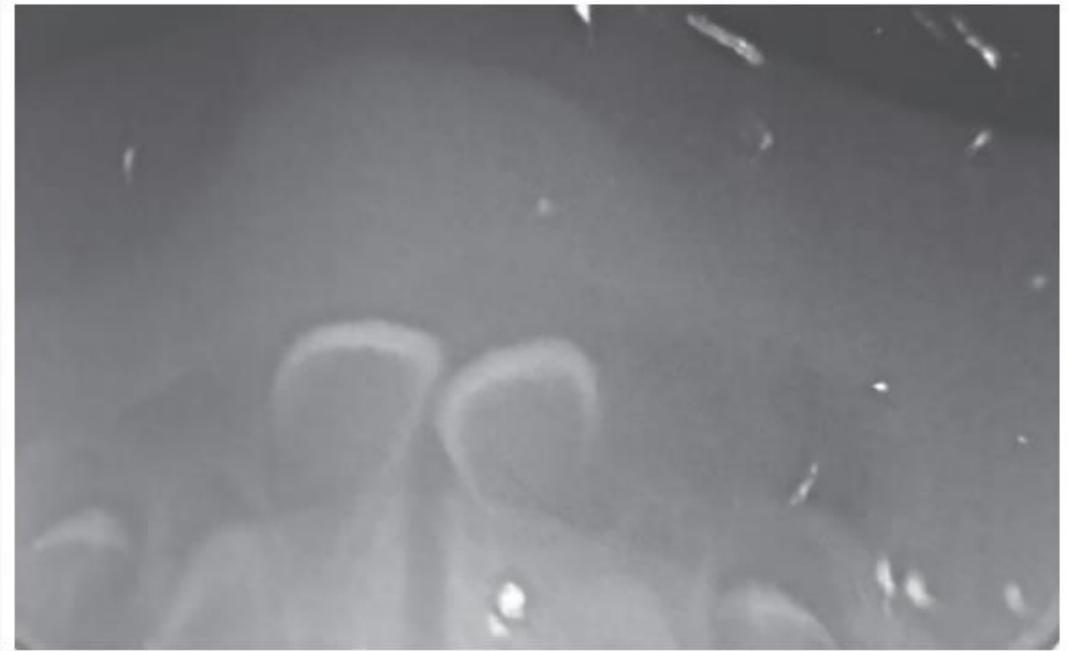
Radiographic appearance of the reported area
